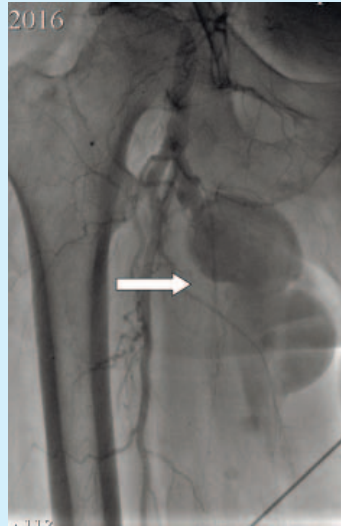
Рентгенконтрастная ангиограмма. Тот же больной. АТКП (стрелка)
